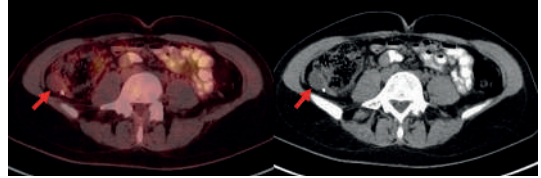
Kolon malign neoplazmı nedeniyle 1 yıl önce opere olan olgunun MR'da PK şüphesi tanımlanması üzerine elde edilen FDG PET/BT görüntüleri. FDG PET/BT füzyon transvers görüntüleri (A), Transvers BT görüntüleri (B), FDG PET/BT koronal füzyon görüntüsü (C), koronal BT görüntüsü (D). Pelviste orta hatta ve inen kolon çevresinde hafif düzeyde FDG tutulumu gösteren yaygın heterojenite alanları izlenmektedir (kırmızı oklar). Sadece görüntüler değerlendirilirse, bulgular PK görüntüsüne uymaktadır. Ancak olgunun anamnezine bakıldığında, rutin kolonoskopi sırasında hastaya sigmoid kolondan polipektomi yapılmış. Polipektomi patolojisi: 2.4x1.7x1.4 cm boyutundaki polipektomi materyalinde 5
